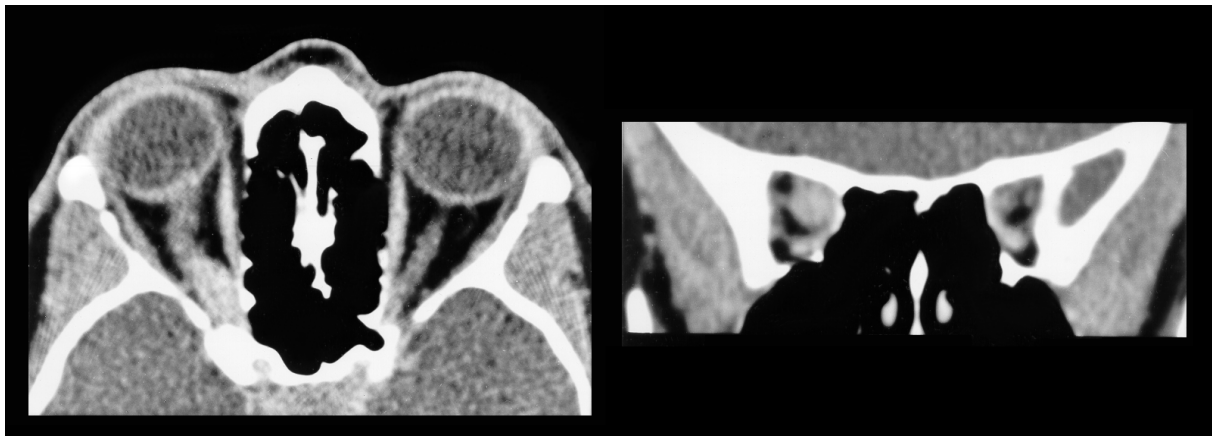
Optikusgliom in der dünn-schichtigen Computertomographie, links transversale 1-mm-Originalschicht, rechts koronare Reformatierung
